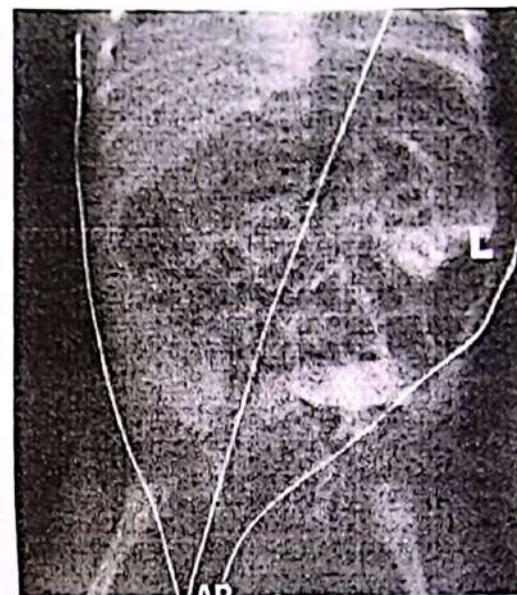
Boala Hirschsprung: radiografia abdominală evidențiază anse intestinale și absența aerului în rect.
